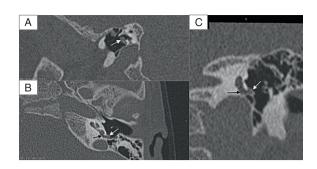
Мультипланарная реконструкция КТ левой височной кости А – сагиттальная проекция, В – аксиальная проекция, С – коронарная проекция. Белая стрелка – тимпанальный сегмент ЛН. черная стрелка - ниша окна улитки и начало базального завитка улитки.
